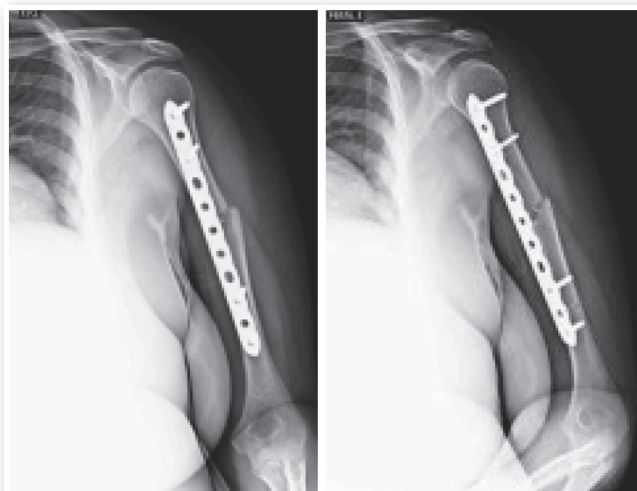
Radiografia realizada em última consulta pós-operatória, com mais de 3 meses de evolução.
